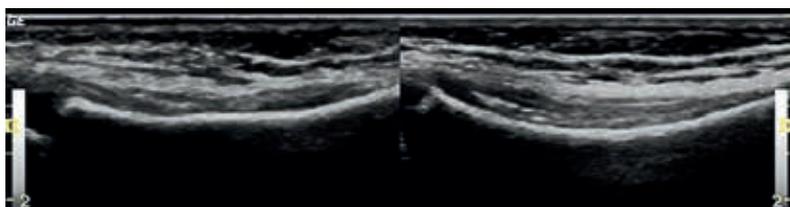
Auf der linken Bildhälfte ist die proximale Tibiametaphyse links dargestellt, wobei am meta-diaphysären Übergang die Formveränderung der Kortikalis im Vergleich zur Gegenseite (rechte Bildhälfte) einfach zu erkennen ist (im Gegensatz zum zusätzlich durchgeführten konventionellen Röntgenbild, wo die Fraktur nicht erkennbar war).
